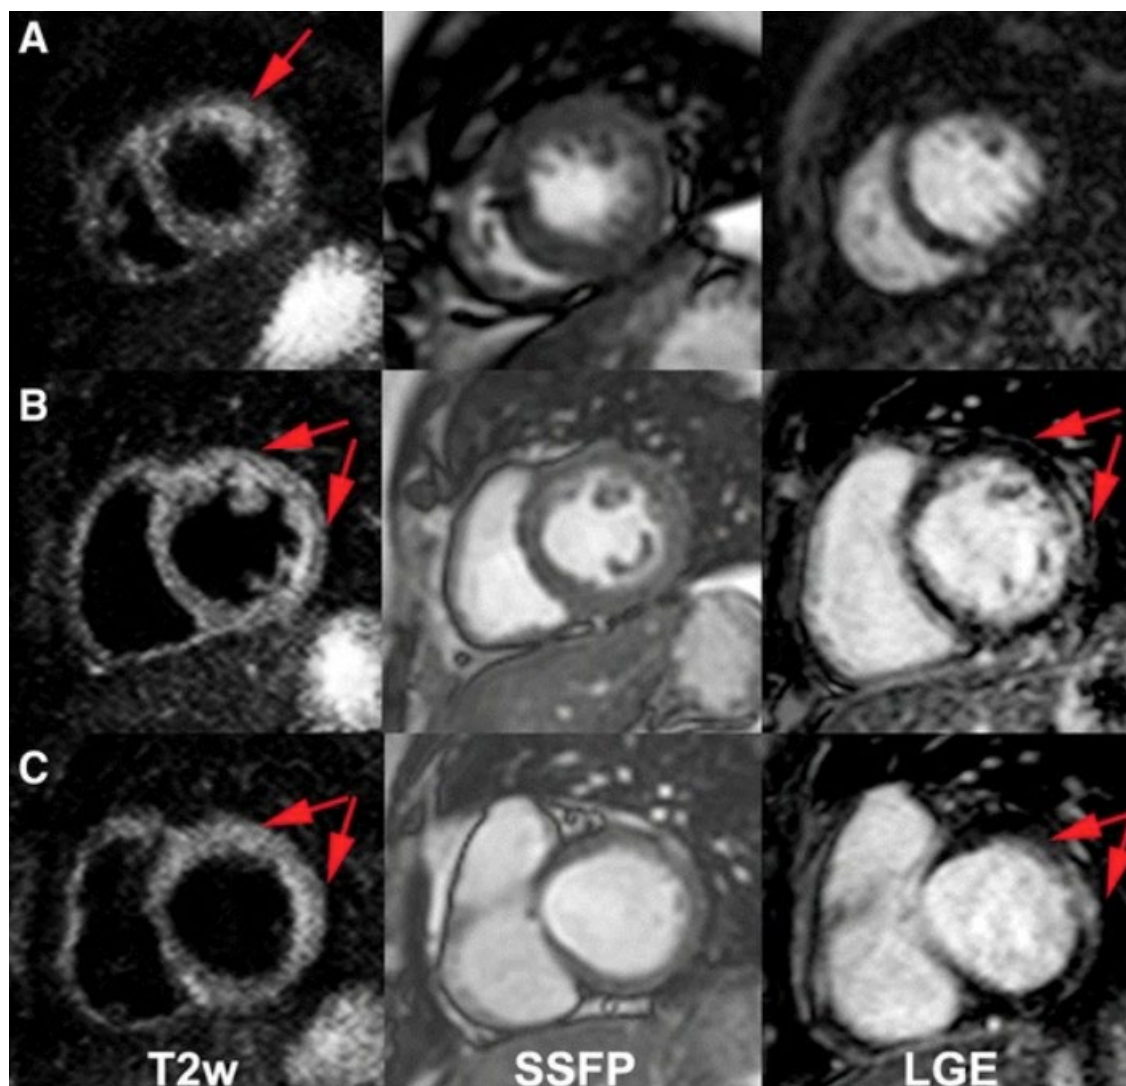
Imágenes en eje corto apical (a), medio (b) y basal (c) de un paciente con cardiopatía chagásica en fase indeterminada, evaluado con secuencias potenciadas en T2 (columna izquierda), cine SSFP para referencia anatómica (columna central) y Realce Tardío de Gadolinio (RTG, columna derecha). Las flechas rojas indican un incremento en la intensidad de la señal miocárdica por edema (Ratio T2: 2,5). En el corte de eje corto apical se observa una imagen T2 positiva sin su correspondiente fibrosis en el RTG. Tomado de: Torreão JA, et al. [2].
